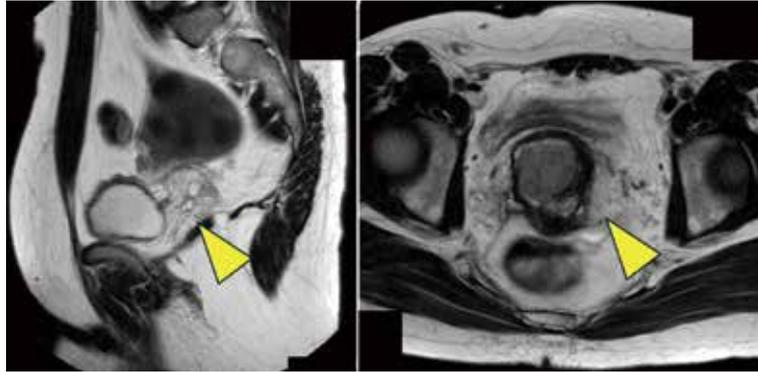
MRI画像（左：T2強調矢状断像、右：T2強調横断像）
